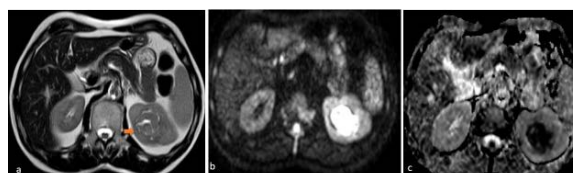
A 66-year-old male patient. An exophytic localized, well-circumscribed mass (papillary cell subtype) in the left kidney. a) A heterogeneous hypointense solid mass in the left kidney in T2-WI section b) DWI restriction in the mass c) ADC value in the ADC map is measured as 1.097×10^{-3} mm²/s, ADC value in the normal kidney parenchyma is measured as $2,150 \times 10^{-3}$ mm²/s.
